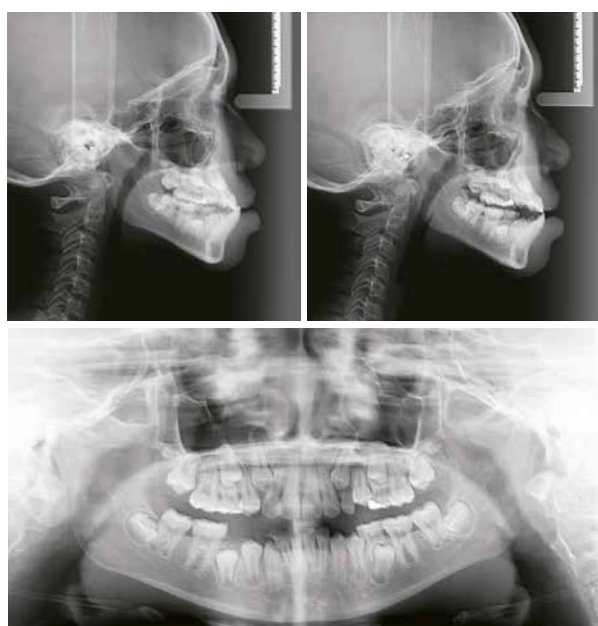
Pretreatment lateral cephalometric at MI (upper left), lateral cephalometric at CO (upper right), and panoramic (lower) radiograph
